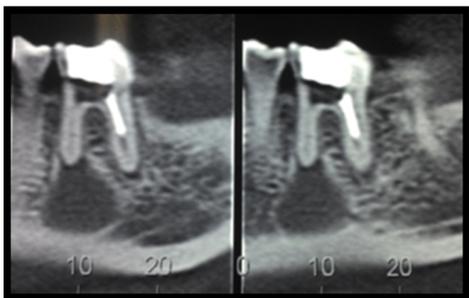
Tomografia indicando linha de trinca
